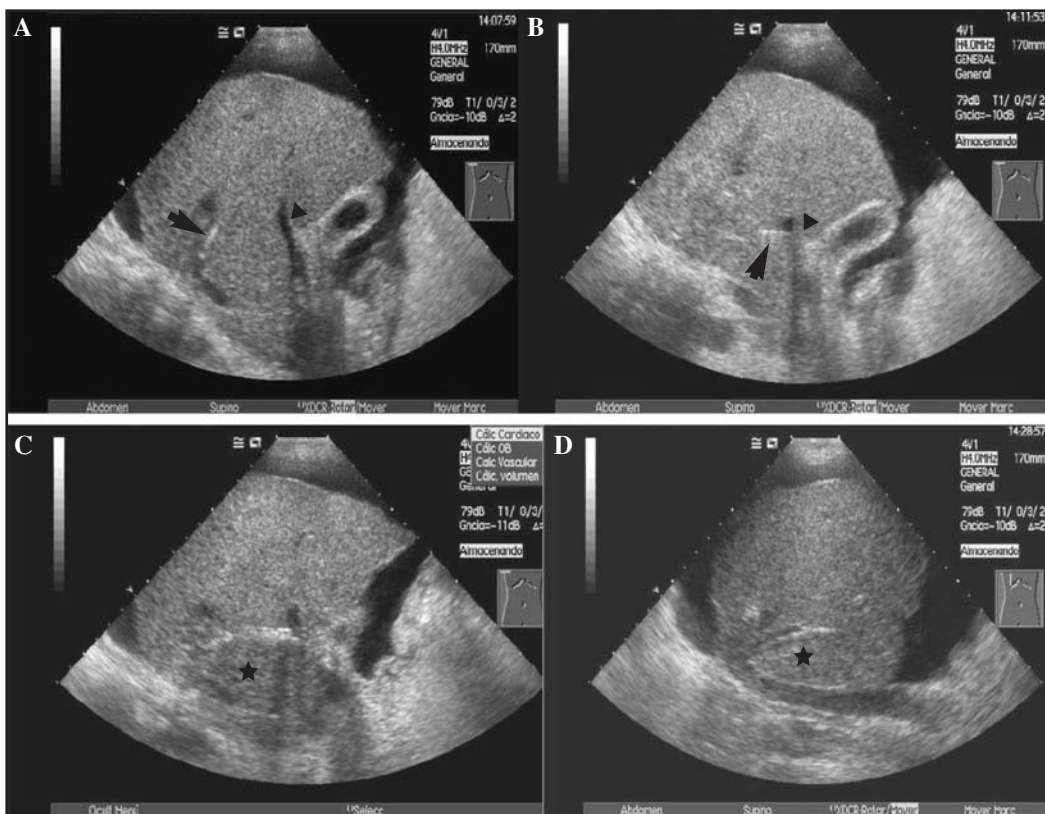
Ultrasonografía. Durante la creación del trayecto intraparenquimatoso, la US-Doppler muestra la aguja de punción (flecha) facilitando la dirección correcta que debe tomar ésta desde la vena suprahepática hasta la vena porta (cabeza de flecha) (A, B) para establecer la comunicación portosistémica (estrella) (C). Posteriormente la dilatación del trayecto (estrella) también puede guiarse mediante US (D)
